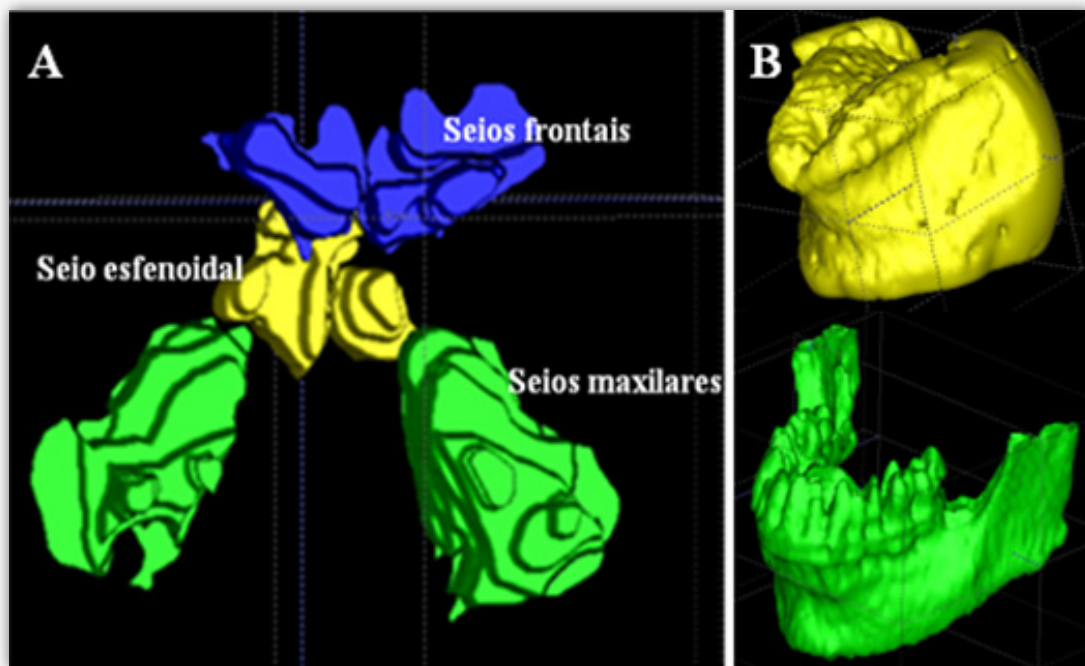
Volume rendering das estruturas adjacentes das vias aéreas superiores: (A) volume rendering dos seios perinasais obtido a partir da segmentação e reconstrução 3D de imagens de TC; (B) volume rendering da região lingual e da mandíbula e dentes obtido a partir da segmentação e reconstrução 3D de imagens de RM.
